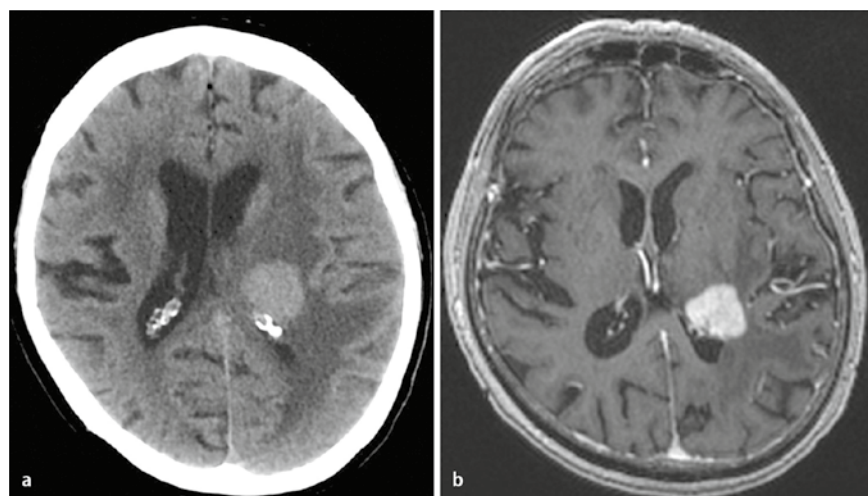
▲ Primäres ZNS-Lymphom: In der nativen CT erscheint das Lymphom hyperdens mit perifokalem Ödem (a); in der MRT nach KM-Gabe kommt es zu einer typischen homogenen Aufnahme (b)
